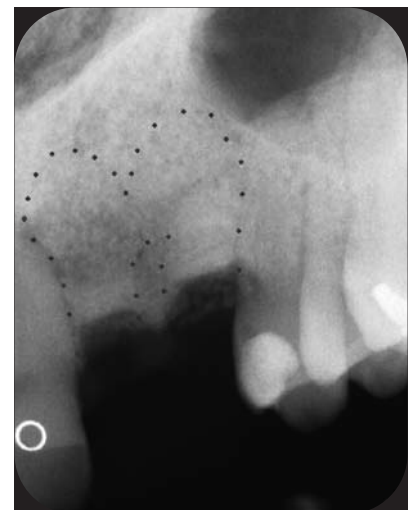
Postoperatives Röntgenbild.
